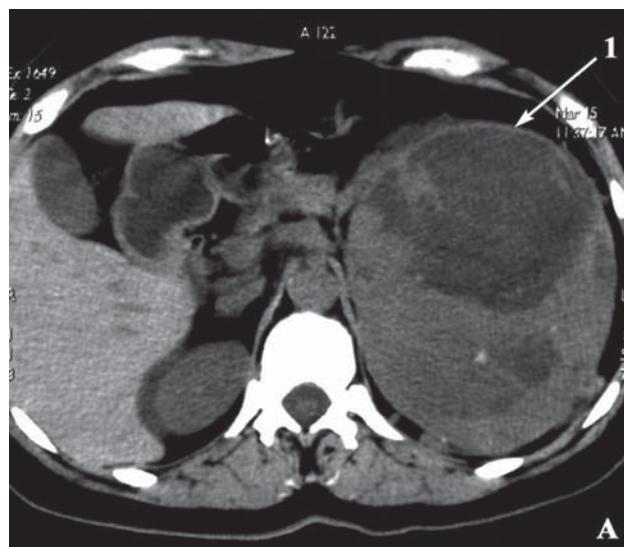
Спиральная компьютерная томограмма. АКР левого надпочечника с инвазией в верхний полюс левой почки. А — аксиальная проекция. Б — фронтальная проекция. Стрелками указаны: 1 — опухоль надпочечника, 2 — верхний полюс левой почки
